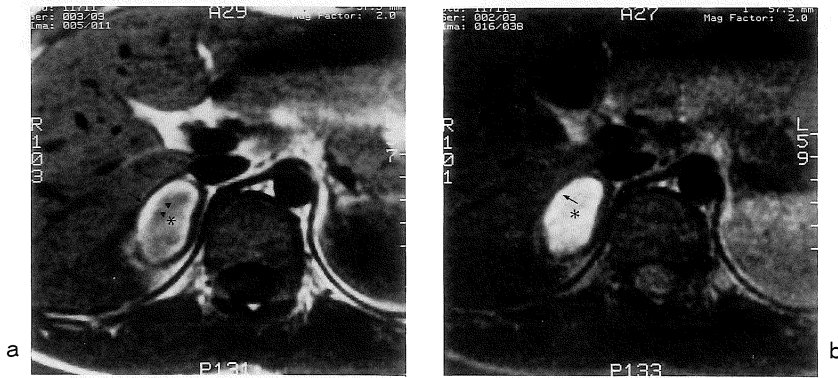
Case 1, MR image on 21 days after trauma. a) T<sub>1</sub>-weighted image (WI) demonstrates a right adrenal mass with central intermediate intensity (asterisk) and peripheral high intensity (arrowhead). b) The intensity of the mass is high on T<sub>2</sub>-WI (asterisk). There is a low intensity area around the mass on both T<sub>1</sub>-WI and T<sub>2</sub>-WI (arrow). We believe the low intensity area represents a right adrenal gland.
